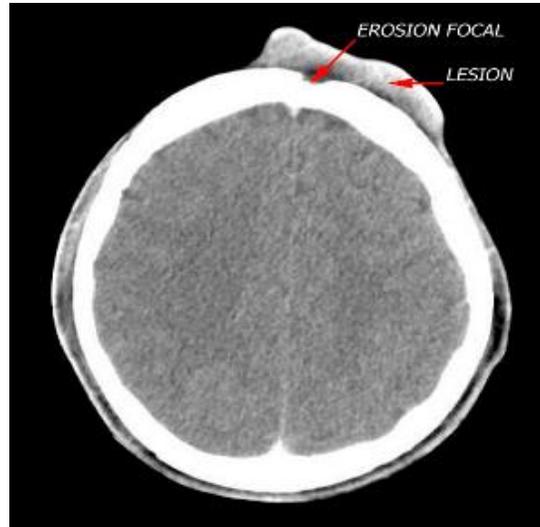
TAC de cráneo con lesión de partes blandas y erosión focal
